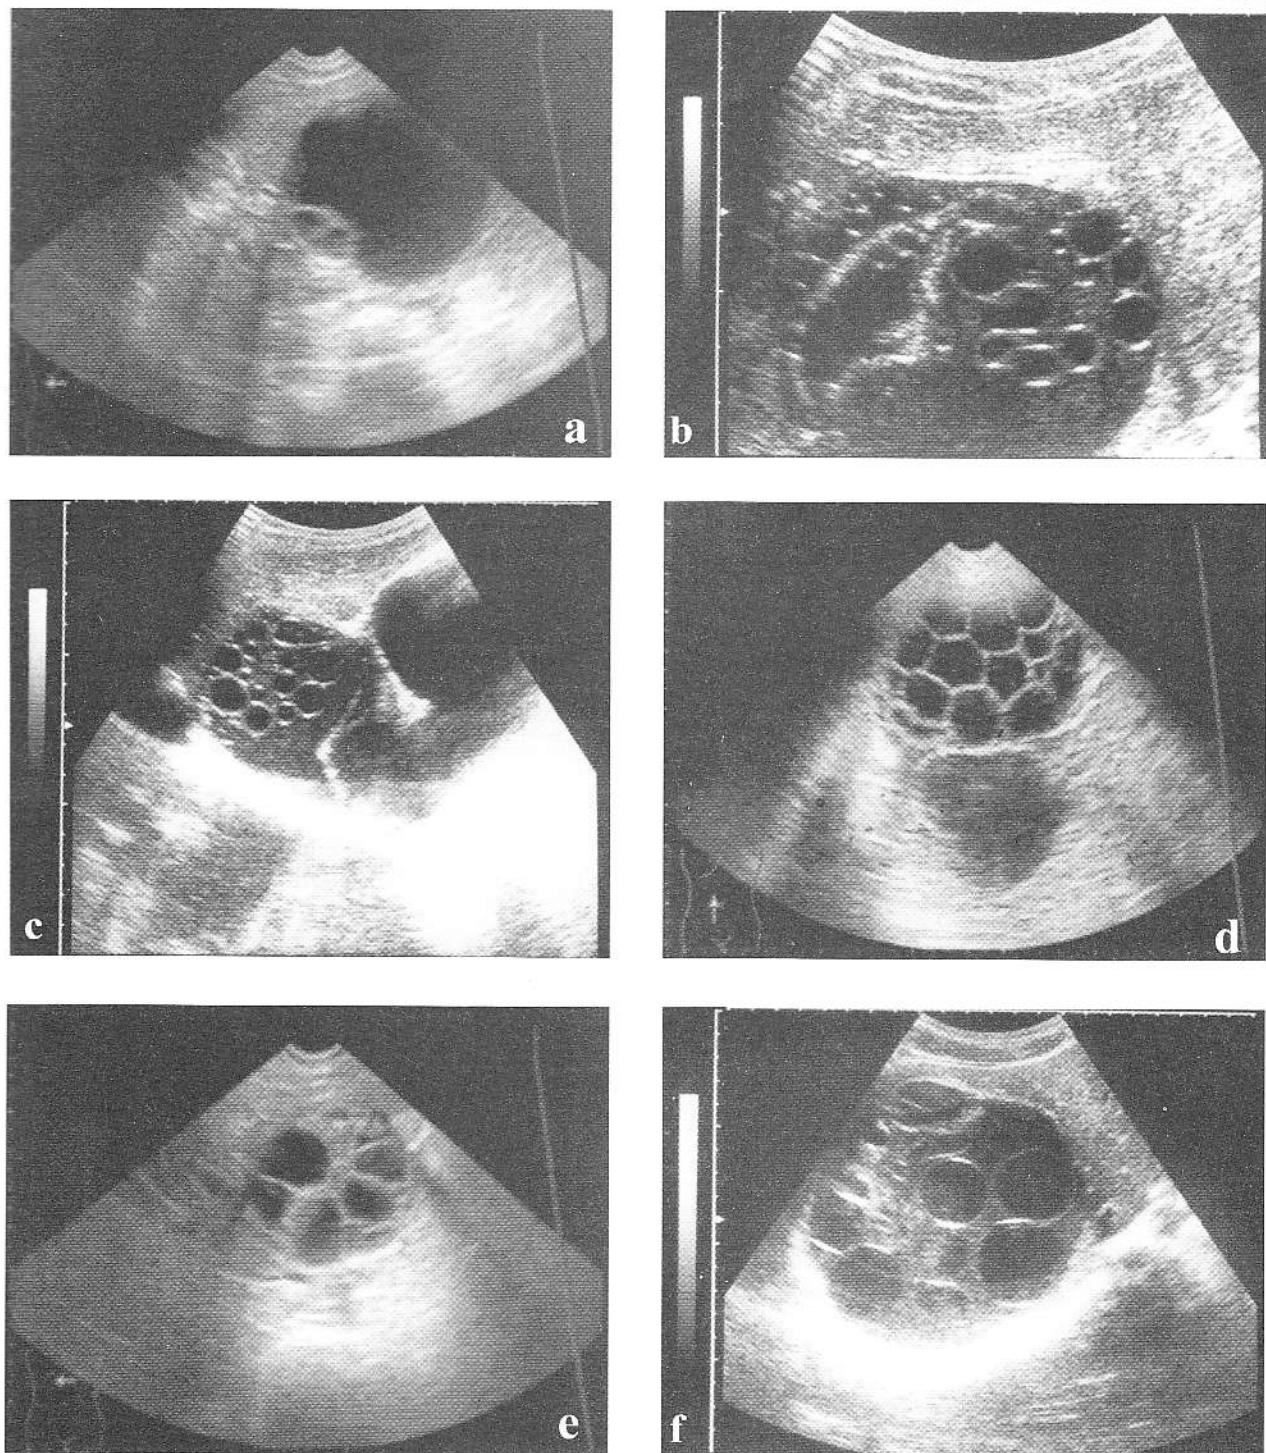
Chiste hidatice tip III (cu vezicule fiice sau "poliseptate"): a) CHH cu două vezicule fiice aderente de membrana proliferă; b) CHH cu vezicule fiice multiple, unele flotante și decolare a membranei parazitare; c) Chiste hidatice multiple în lobul hepatic drept, unul prezintând vezicule fiice flotante; d) CHH ocupat în întregime de vezicule fiice, cu aspect de "fagure de mierc". De notat imaginea de chist situată în profunzimea celei superficiale (artefact ecografic - imagine "în oglindă"; e) CHH ocupat în întregime de vezicule fiice cu pereți aparent groși datorită interpoziției interveziculare a unei cantități reduse de "gel" sau "matrice" hidatice; f) CHH cu vezicule fiice mari și creșterea ușoară a ecogenității conținutului (transformare incipientă în "gel" a fluidului hidatice).
